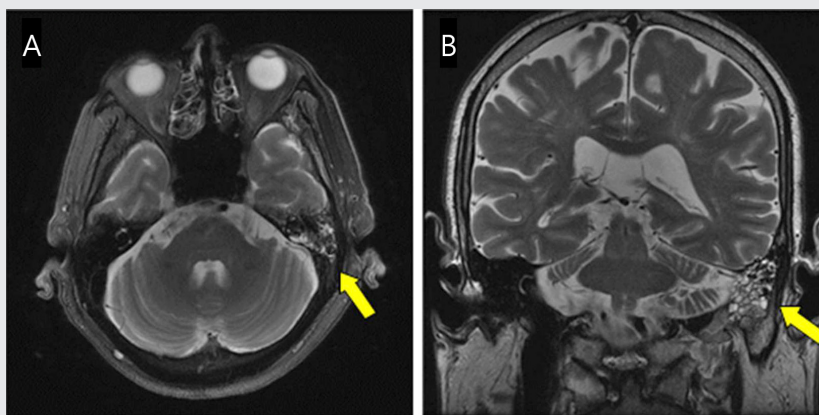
Follow-up MRI image. (A) Axial view of T2-weighted image. (B) Coronal view of T2-weighted image. MRI image shows reduction of the effusion after arthrocentesis and lavage (A,B yellow arrow).
